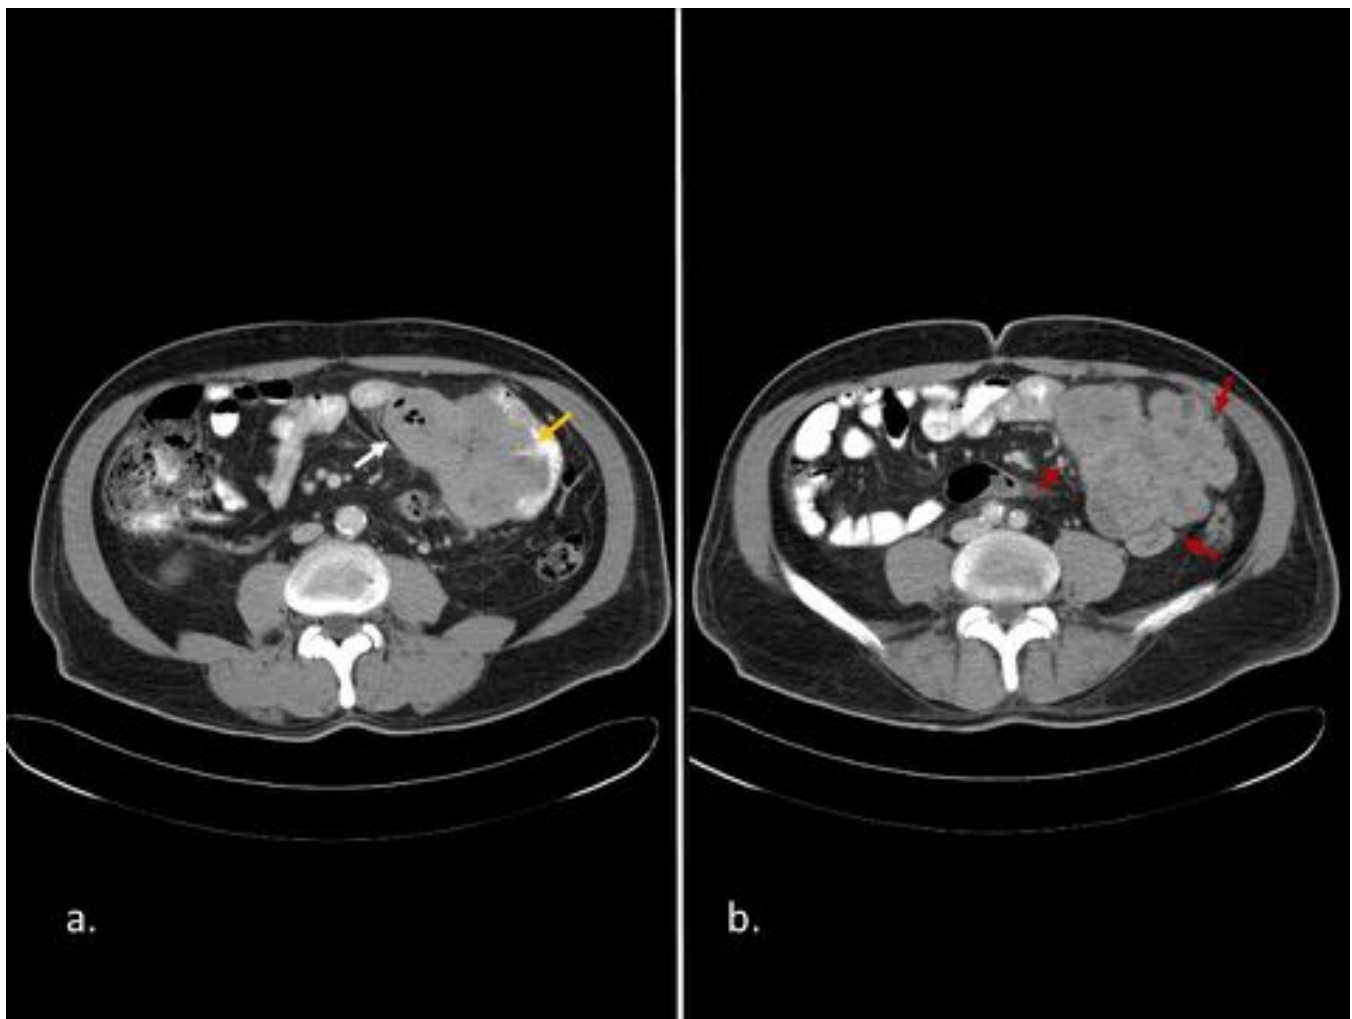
Tumor carcinoide en varón de 73 años. Imágenes de TC sin con contraste oral e iv. (a) Corte axial que muestra masa lobulada de densidad partes blandas, localizada predominantemente intraluminal en un asas de yeyuno (flecha amarilla), que se continúa moderado engrosamiento de pared intestinal (flecha blanca). (b) Corte axial unos centímetros caudal a (a) donde se identifica invasión y extensión directa de la masa descrita a mesenterio (flechas rojas).
